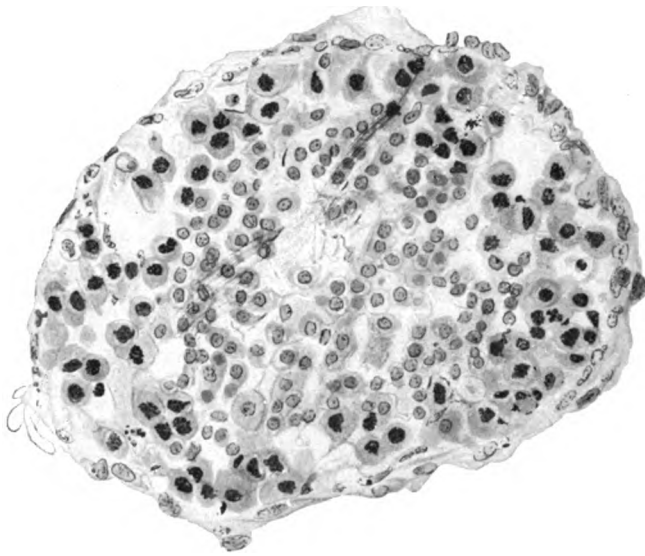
Röntgenkoagulationsnekrose des Hodens aus einem einmal mit 50 H.E.D. bestrahlten Kaninchenhoden (Prot. Nr. 33, r.). Haematox. Eosin, Zeiß, OK. 5 ×, Ap. 90. Lockerung des Epithelverbandes und rasche Nekrobiosen in loco. Sertolizellen vereinzelt noch nachweisbar, Spermioytenleichen bereits resorbiert. Schwerste Pyknose der Spermiozyten. Auch die Spermidenkerne sind pyknotisch, nur infolge ihrer Chromatinarmut nicht so auffällig.
